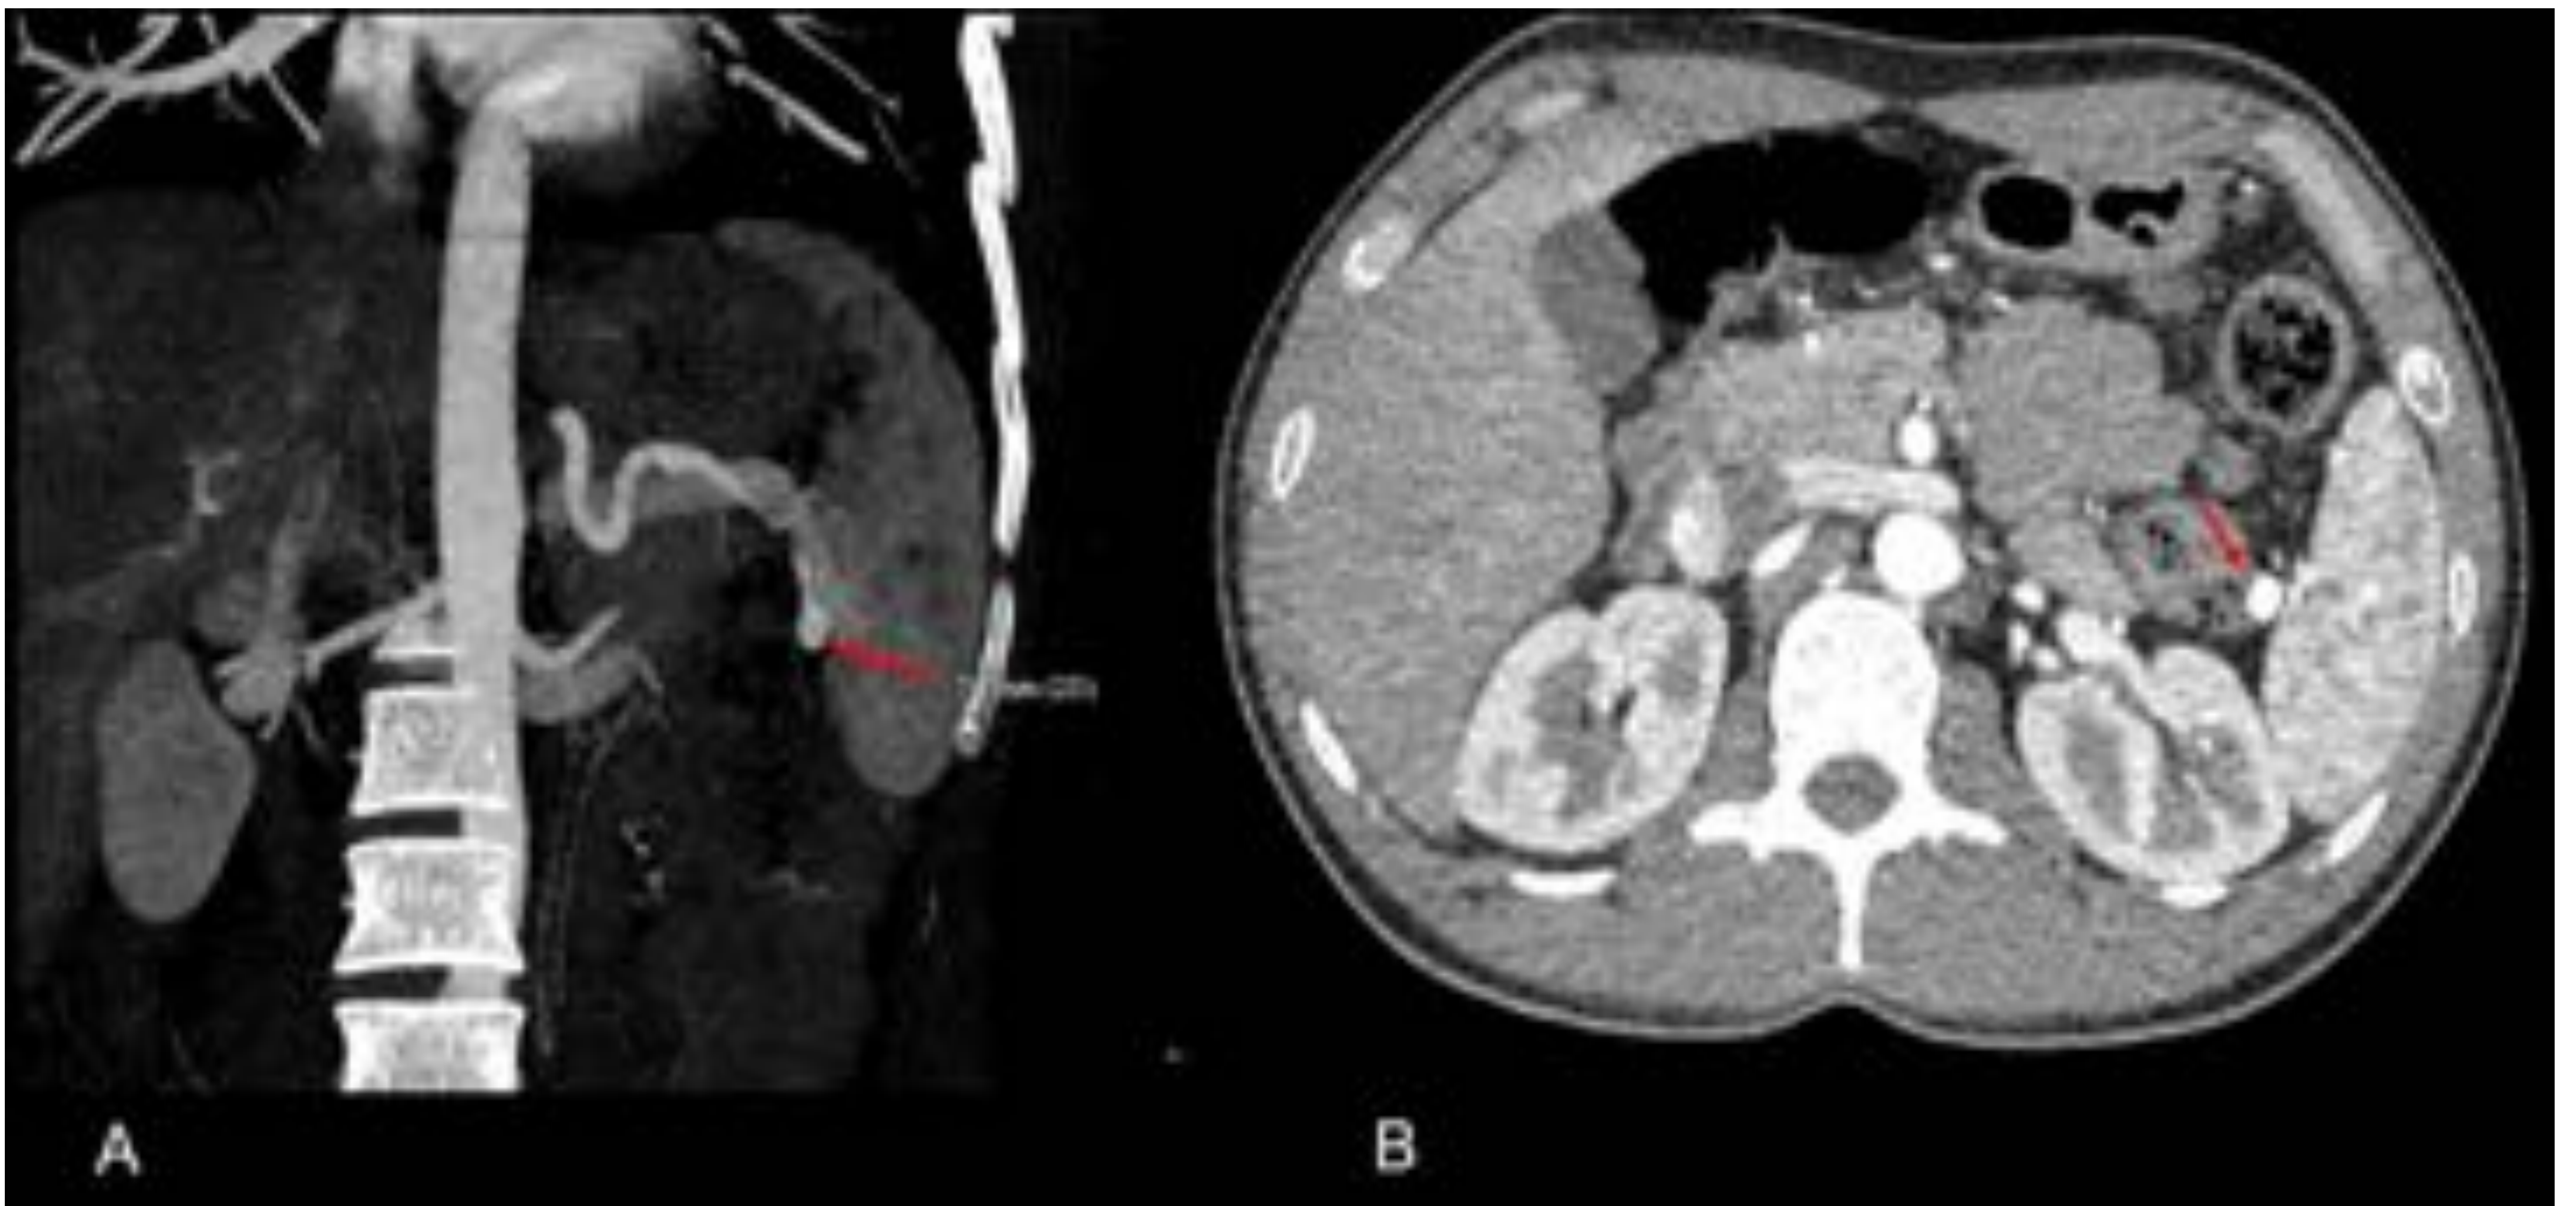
TC abdominal con contraste intravenoso en fase arterial A: TC MIP coronal. B:TC axial. Aneurisma en hilio esplénico de 8 mm. Hospital Universitario de Bellvitge.
